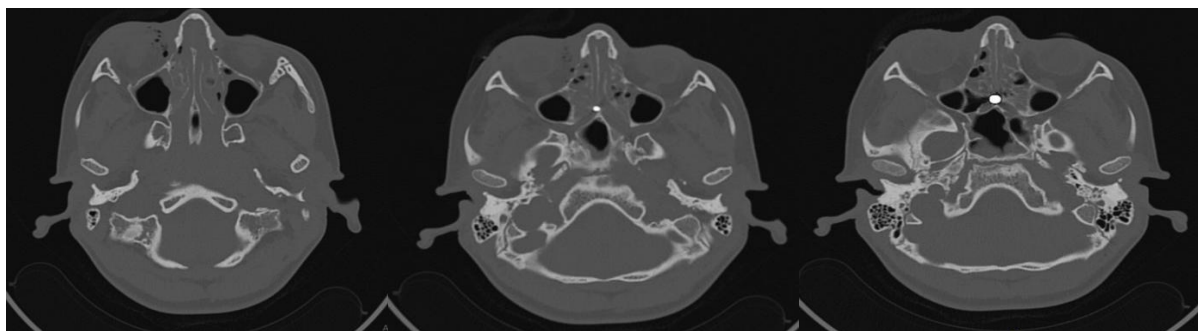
КТ инородного тела в решетчатом лабиринте справа.
